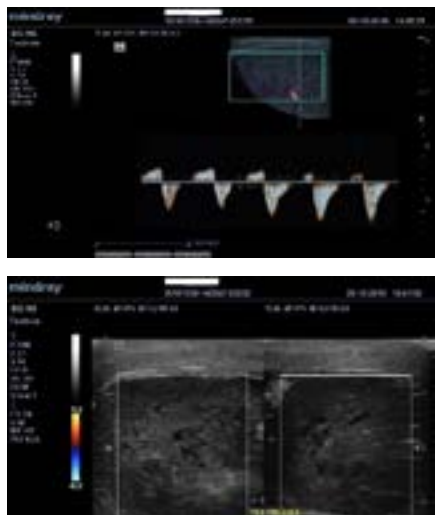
Ehosonografija me Doppler spektral dhe kolor
